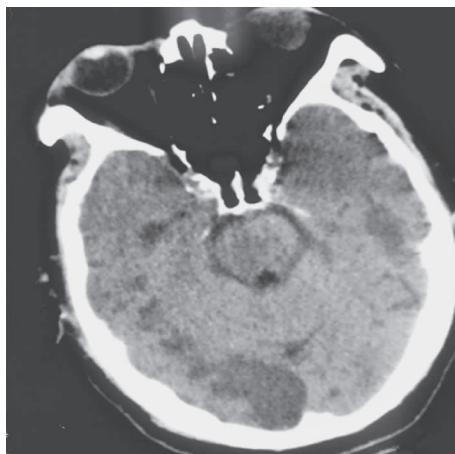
颅脑 CT 见右侧枕叶、双侧颞叶低密度影
